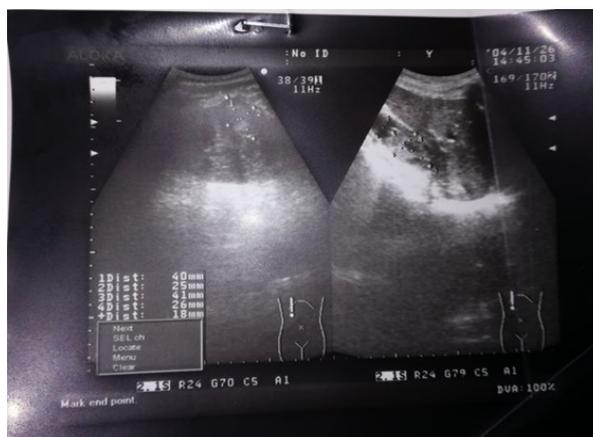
УЗИ почки от 26.01.2019 г. – образование правой почки
